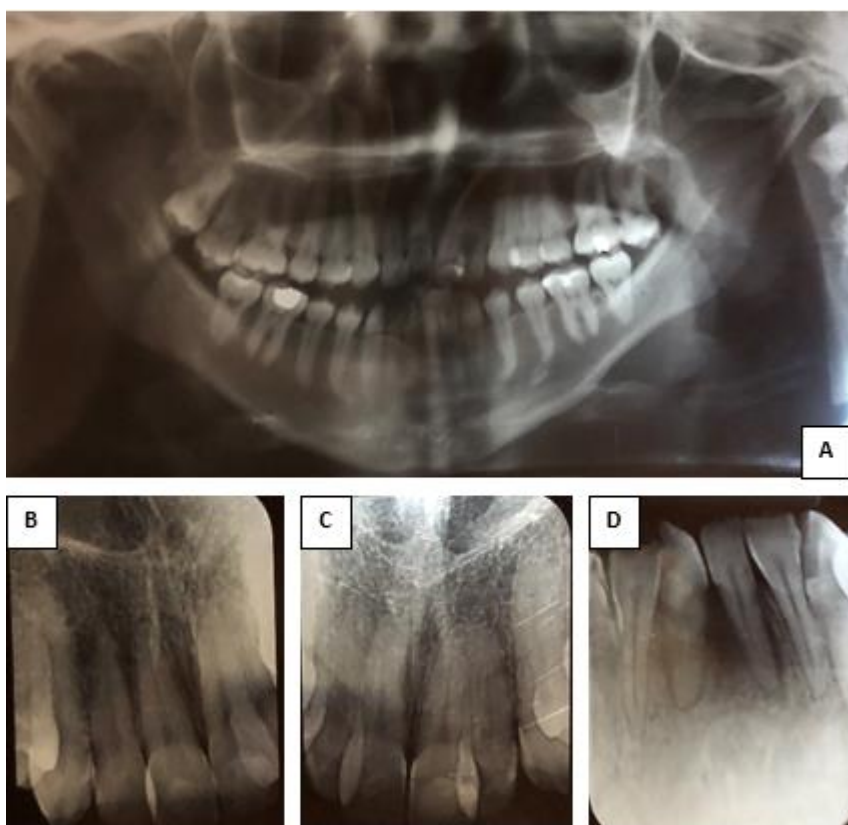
Radiografias. A-Radiografiapanorâmica;B,C,D- Radiografias periapicais.
